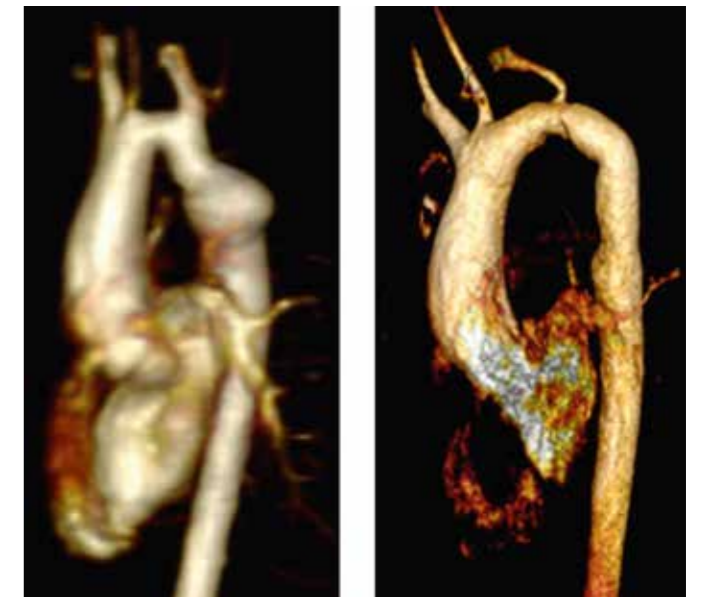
Aneurysma der Aorta an der Stelle der 17 Jahre zuvor durchgeführten Patch-Erweiterungsplastik einer hochgradigen Aortenisthmusstenose. MRT-Darstellung des Aneurysmas vor der erneuten Operation (A) sowie nach der chirurgischen Entfernung und dem Einsatz einer Gefäßprothese (B).
